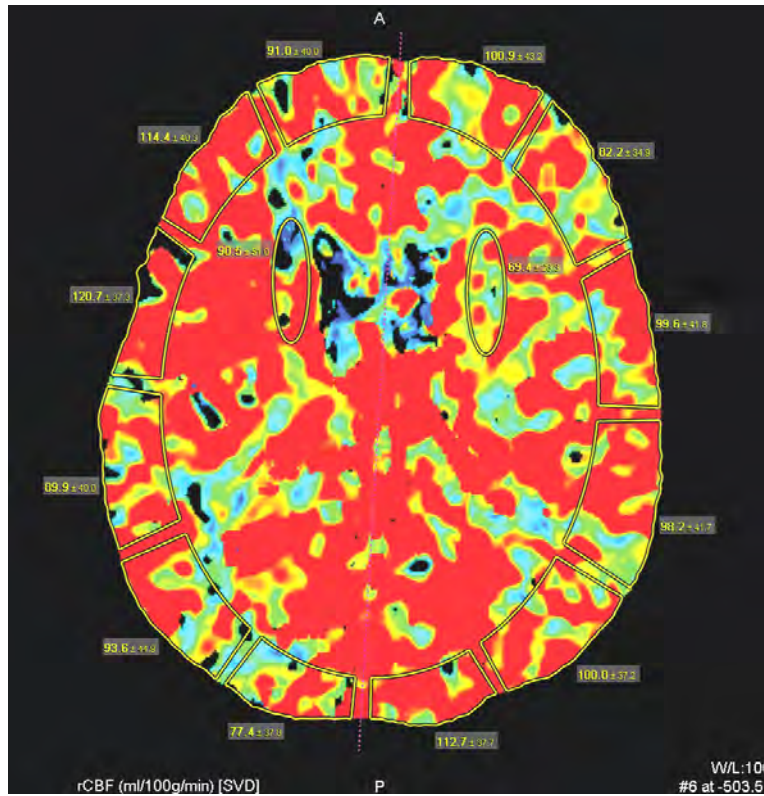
КТ-перфузиография головного мозга (CBF-карта):
